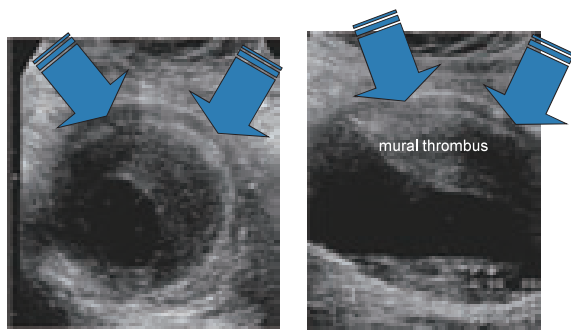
炎症性腹部大動脈瘤（矢印：外膜部が低エコー域）
